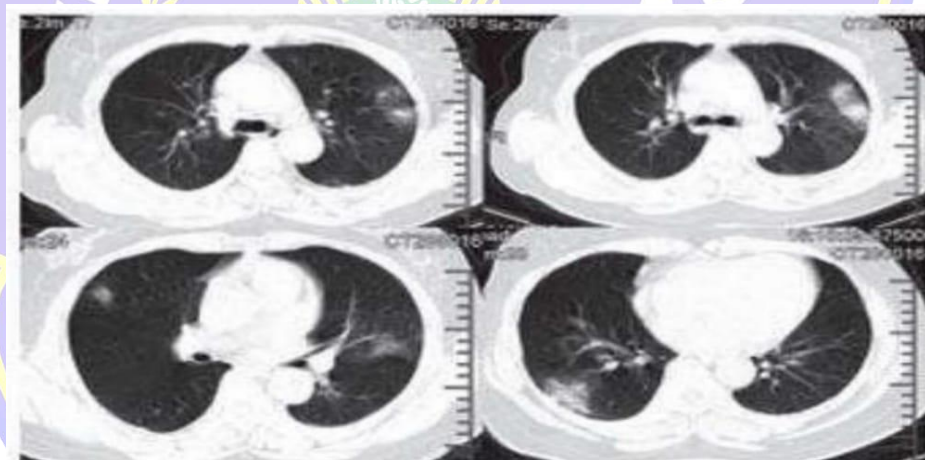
Gambaran foto toraks pada pasien COVID-19²⁸
